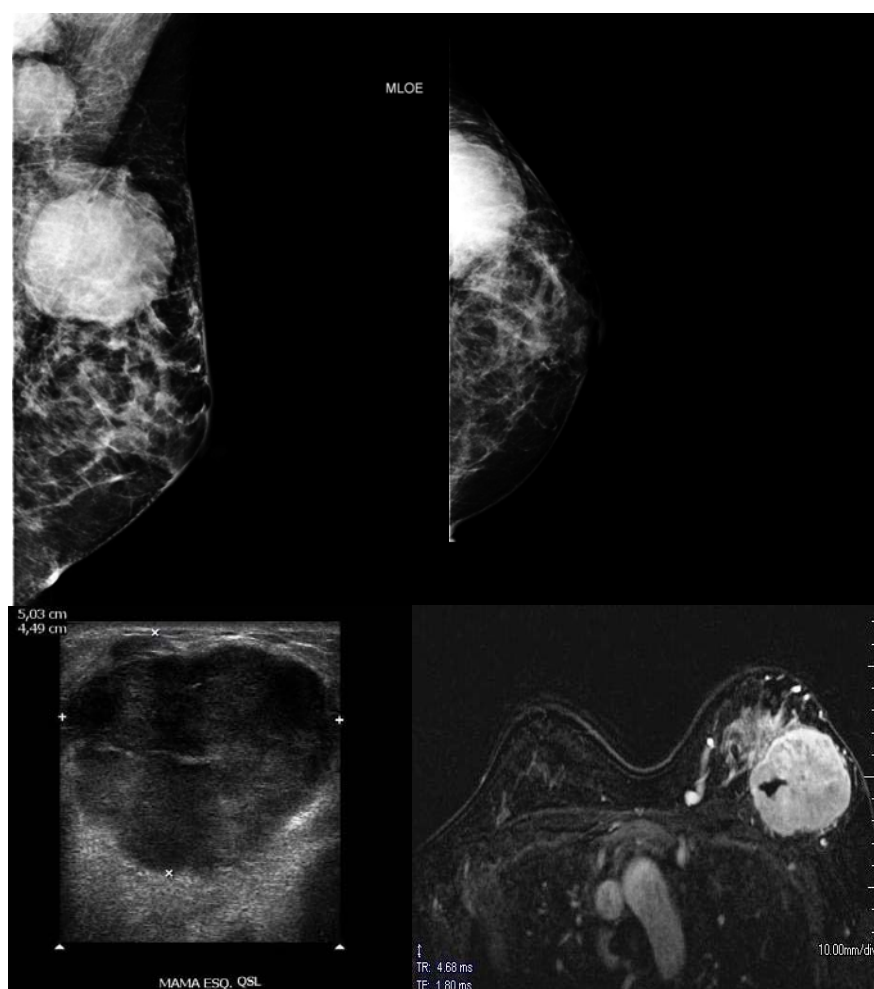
MMG incidências MLO e CC, US e RM de mamas em plano axial pós gadolinio.
